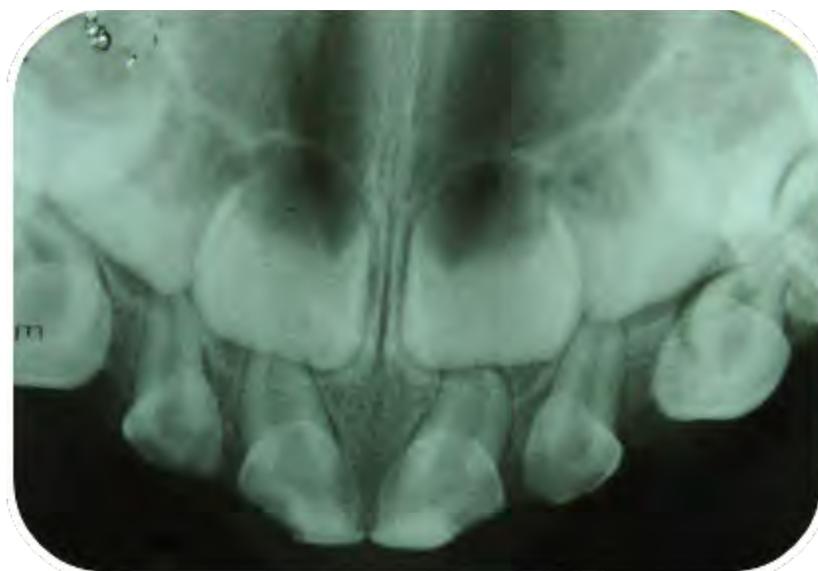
Radiografía oclusal superior inicial. Se observan lesiones cariosas que involucran esmalte y dentina sin afectar al tejido pulpar; también se observan los gérmenes de los dientes temporales
